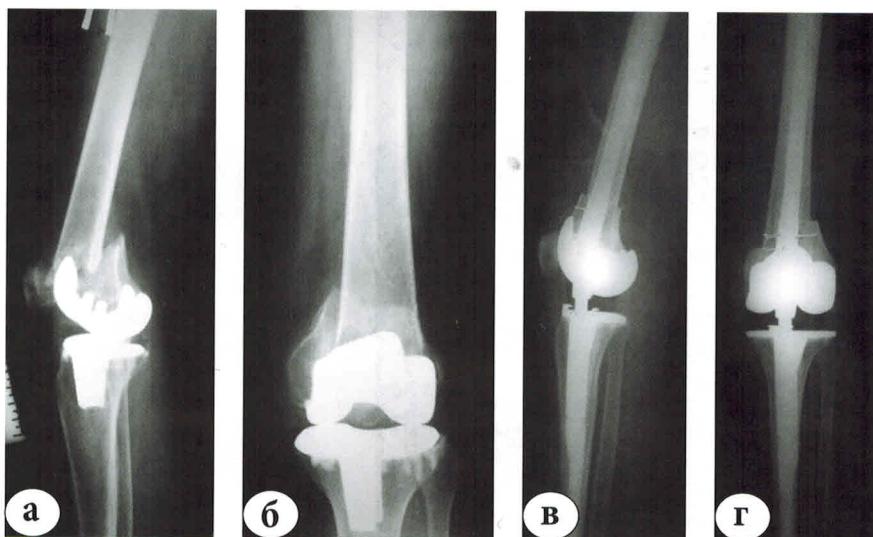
«Низкий» перелом бедренной кости: а, б – рентгенограммы до операции; в, г – рентгенограммы после реэндопротезирования шарнирным имплантатом с длинной интрамедуллярной ножкой и компенсации удаленного метаэпифиза бедренной кости структурным аллотрансплантатом
